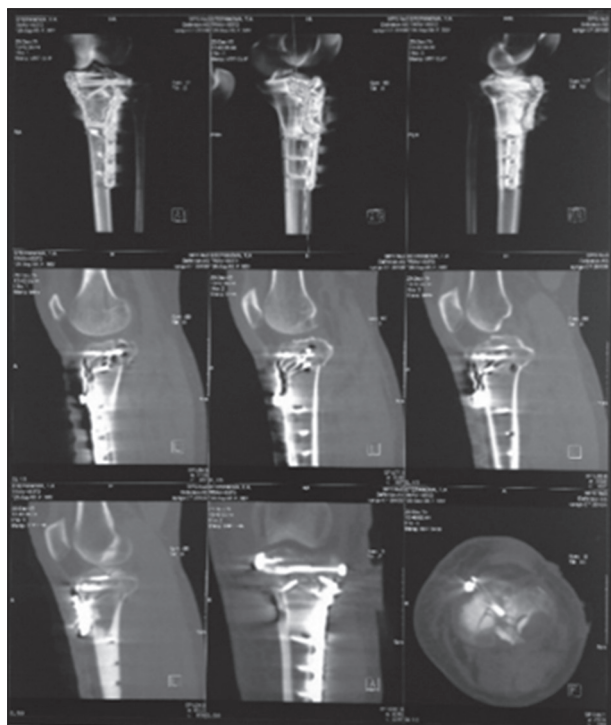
Пациентка С., 56 лет: КТ-исследование левого коленного сустава после установки фиксатора
